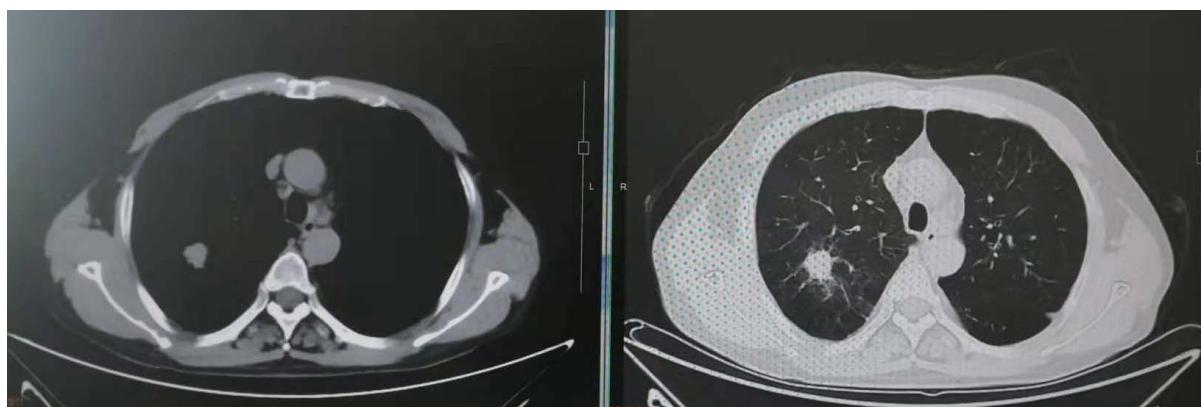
Chest CT showed a mass-like increased density shadow in the apical segment of the right upper lobe with rough margins and surrounding trace exudation
